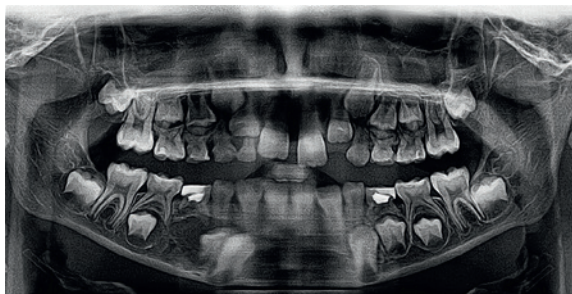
Ортопантомограмма нижней челюсти девочки Н., 8 лет
